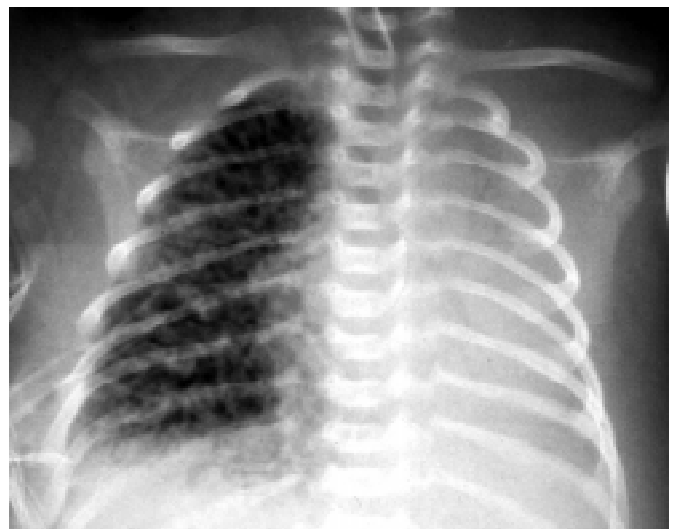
Хворий Л., 3 доби. Рентгенологічні ознаки середнього ступеня тяжкості інтерстиціальної емфіземи легень
